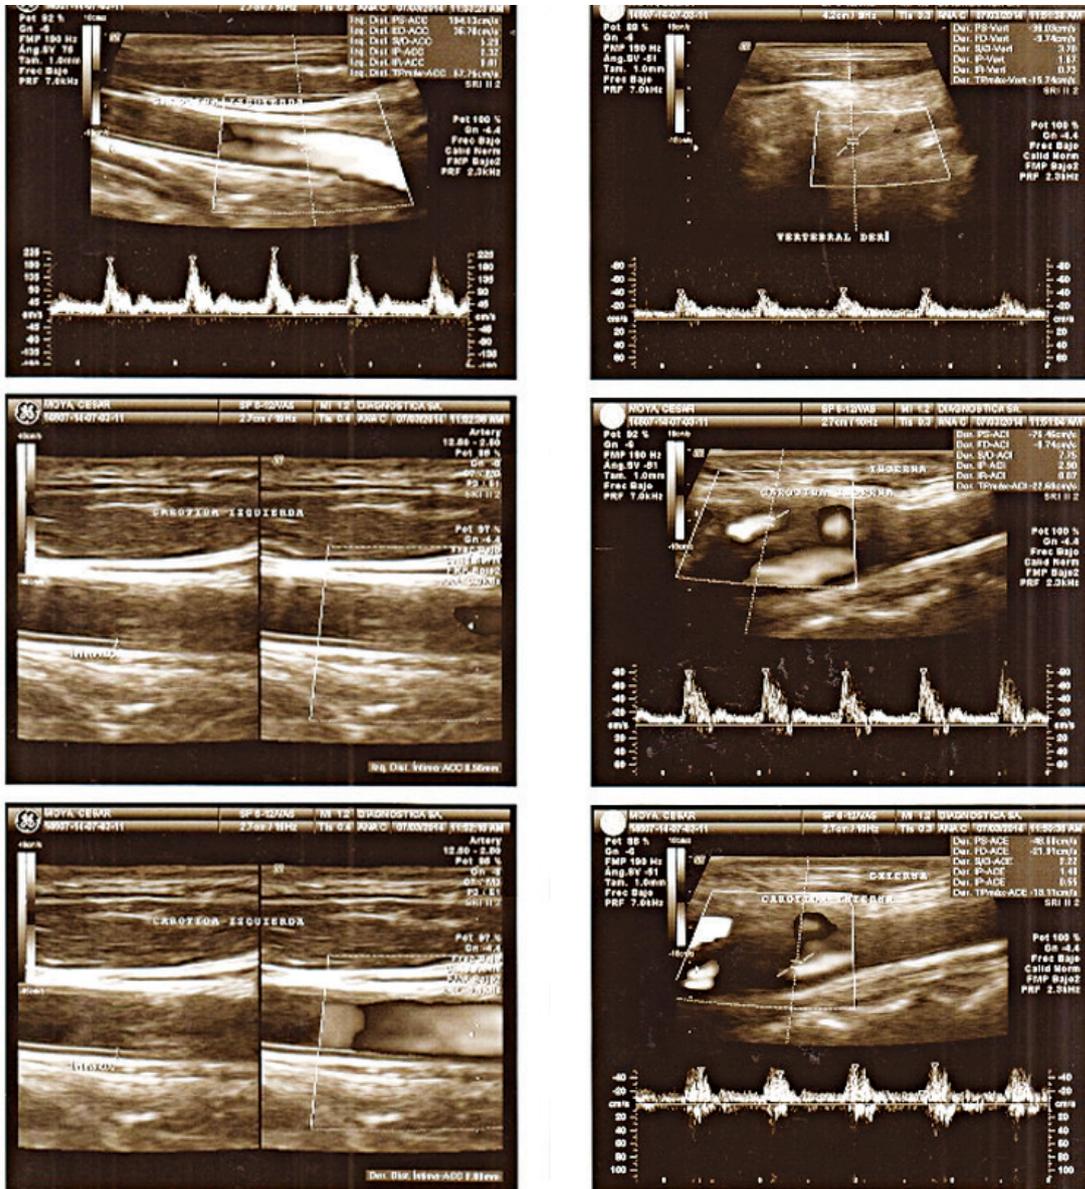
Doppler Carotídeo. Engrosamiento de pared de ambas carótidas comunes y pequeña placa de ateroma blanda adosada a nivel del bulbo y el nacimiento de carótida externa derecha.
